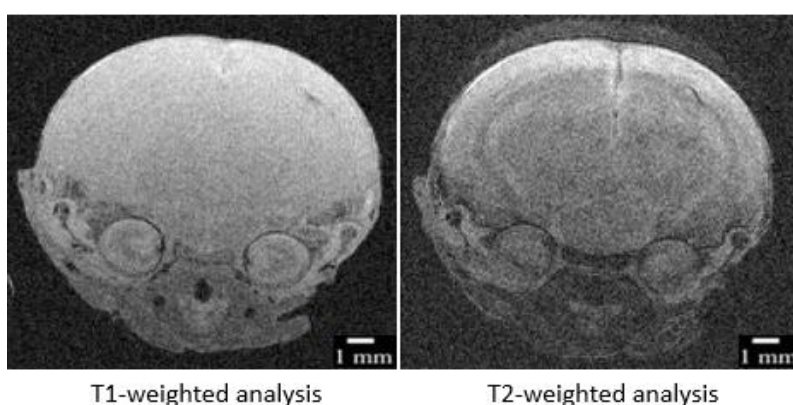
Analyse comparée d'IP223 avec les protocoles IRM T1 et T2.
